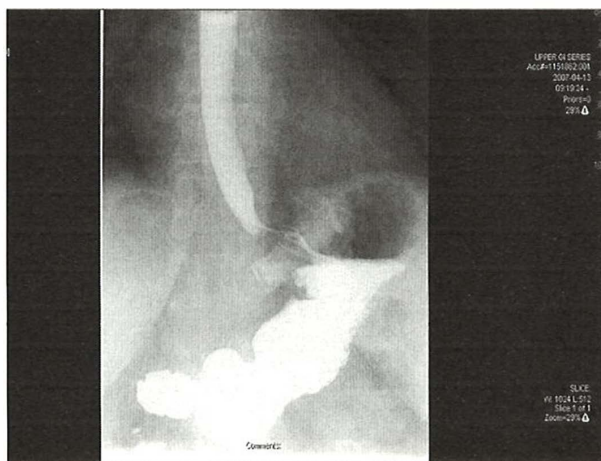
Radiografie abdominală care arată poziția normală a inelului gastric. A se observa diferența față de Figura 13-18.
